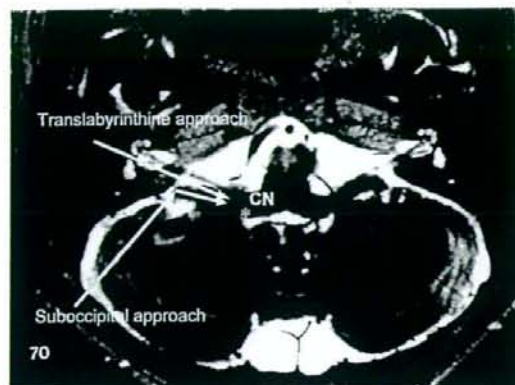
Two approaches into the lateral recess and the cochlear nucleus on a MR image.
